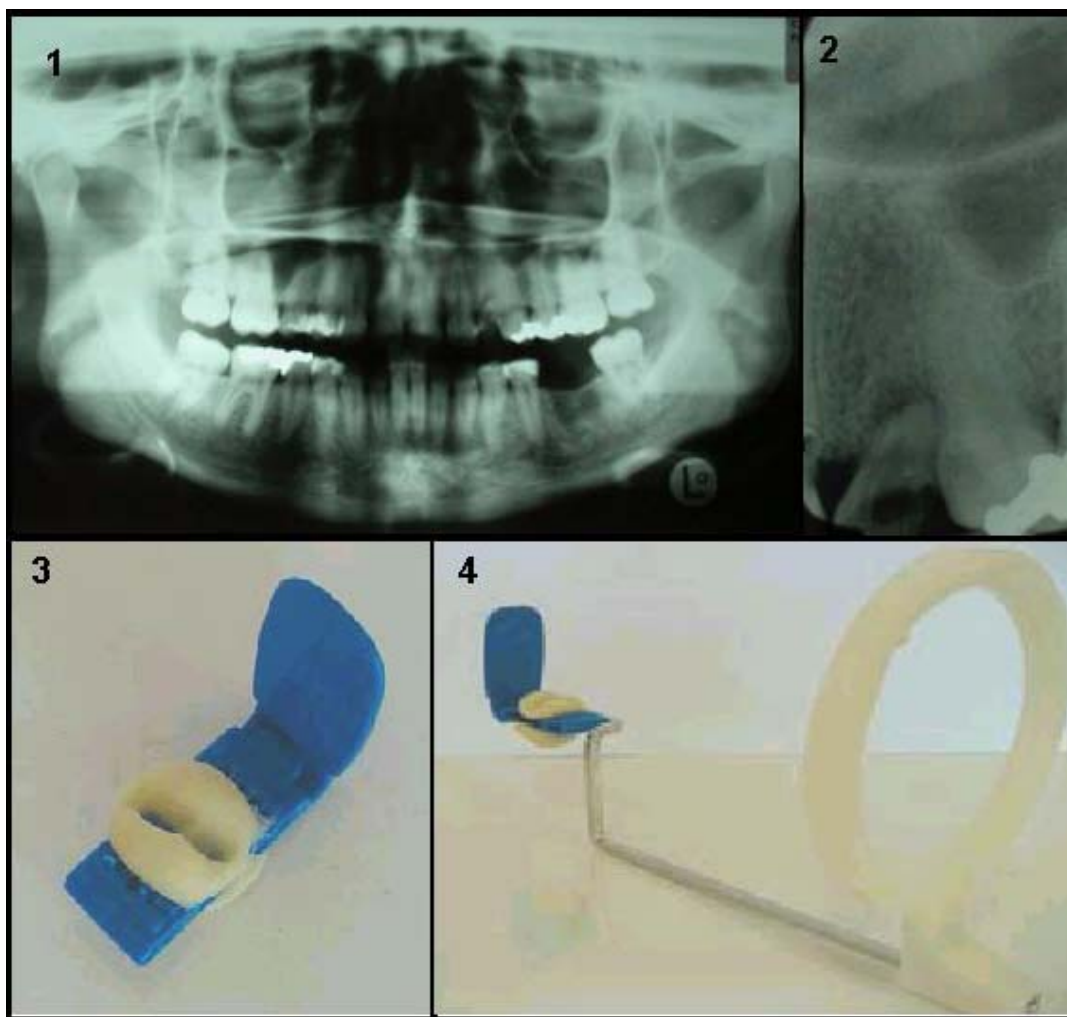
radiografía panorámica paciente 1
